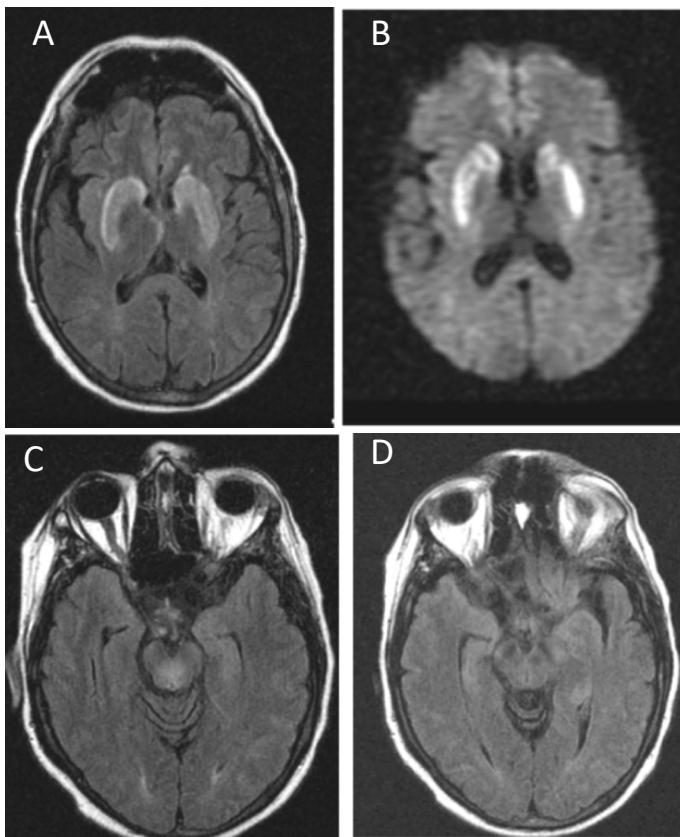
Enfermedad de Wilson. Paciente con manifestaciones neuropsiquiátricas y alteraciones de conducta graves. En las últimas semanas presentó pérdida de fuerza en MMII. (A, B) Secuencias de RM en FLAIR y DWI en las que se observa un aumento de la señal en núcleos lenticulares y caudados. (C, D) Secuencias FLAIR en las que se observa un aumento de la señal en el mesencéfalo y se intuye el signo del panda.
